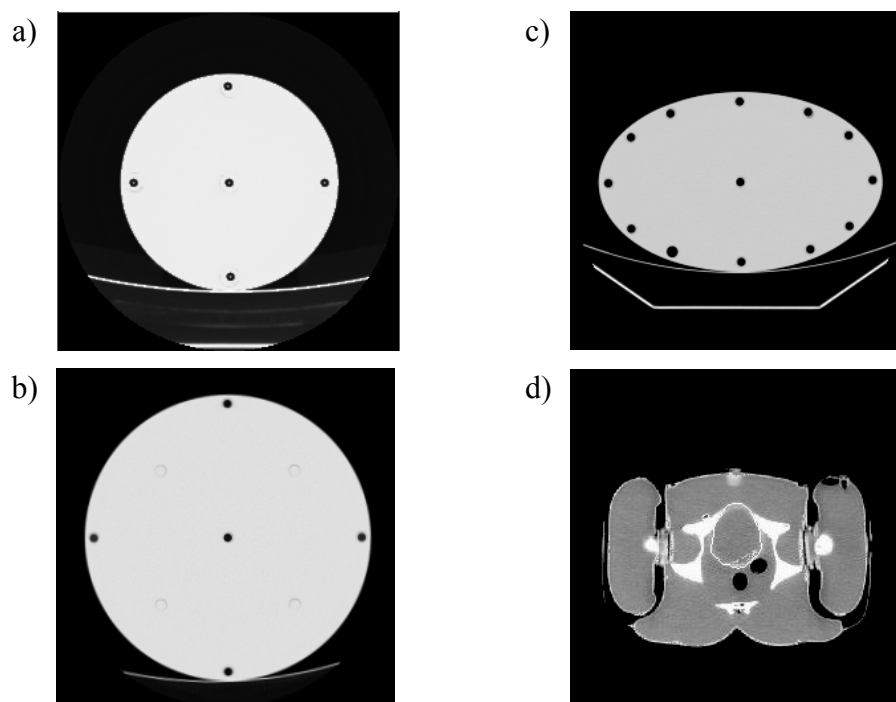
Imágenes originales de TC del maniquí de sección cilíndrica representativo de la cabeza (a) y del cuerpo (b), del maniquí de sección elíptica (c) y de la zona pélvica del maniquí antropomórfico Remab (d).
